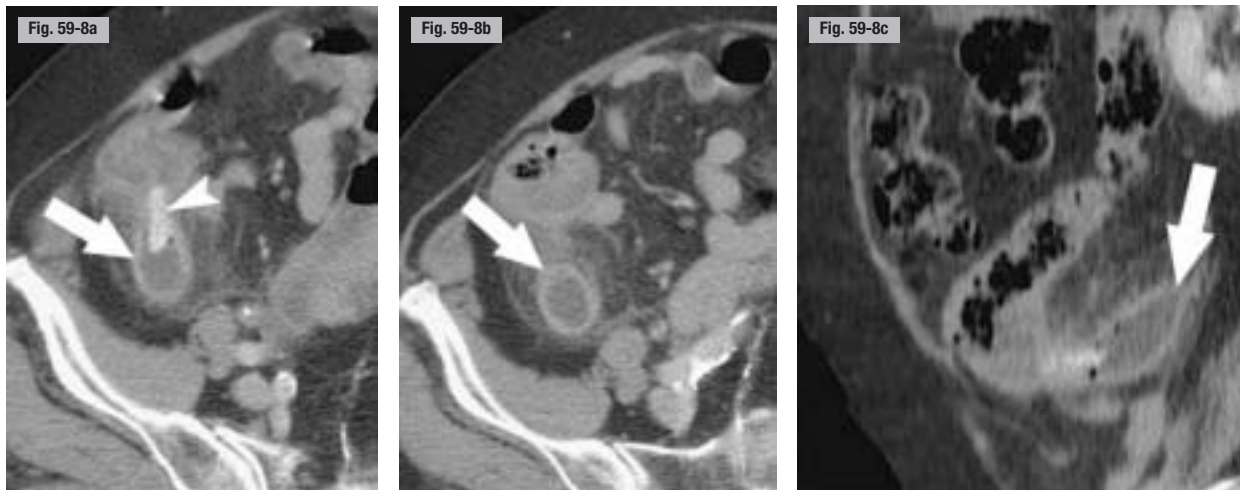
Mucocèle appendiculaire et pseudo-myxome. TDM. a et b) Coupes axiales. c) Reconstruction coronale oblique. Appendice à paroi épaissie (flèches), renfermant un volumineux coprolithe (tête de flèche). Remaniements inflammatoires régionaux du péritoine. À l'intervention : mucocèle appendiculaire perforée et pseudo-myxome péritonéal de type adénomatose mucineuse.
